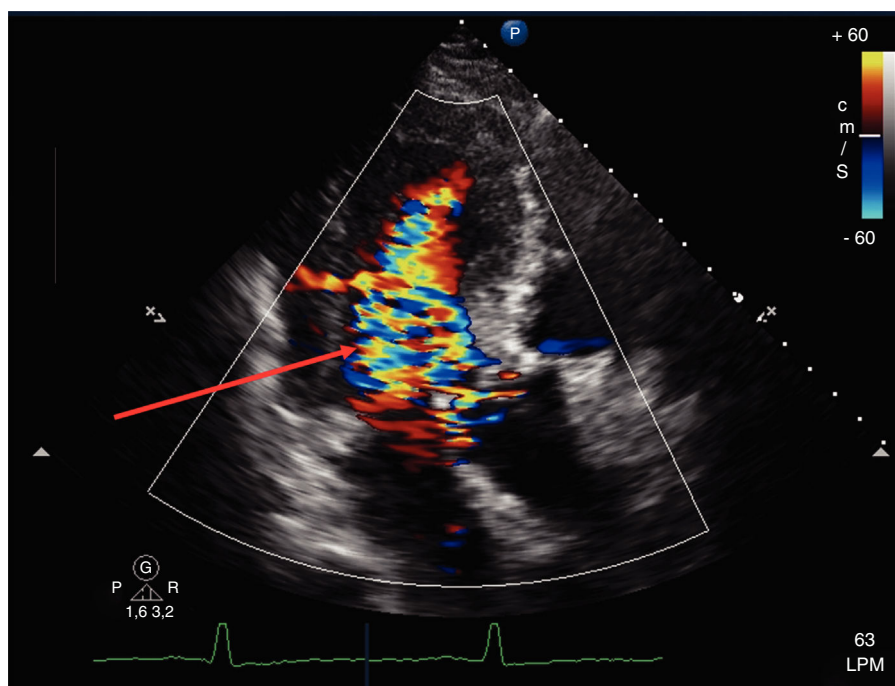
Ecocardiograma transtorácico en vista apical tres cámaras con Doppler color. La flecha muestra *jet* de regurgitación aórtica grave, secundaria a dilatación de la raíz aórtica.
